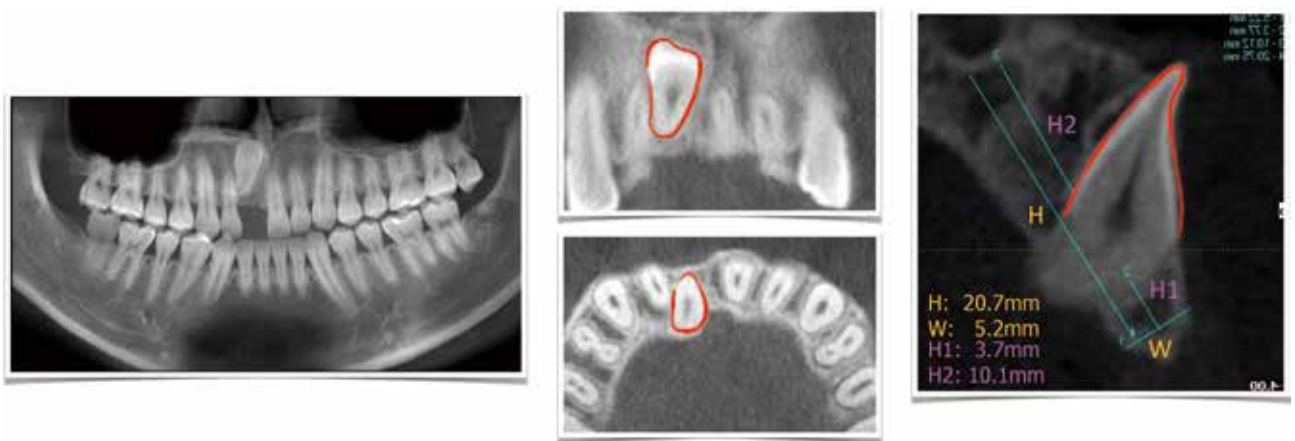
种植前 CBCT 定位埋伏牙、测量缺牙区可用骨量
